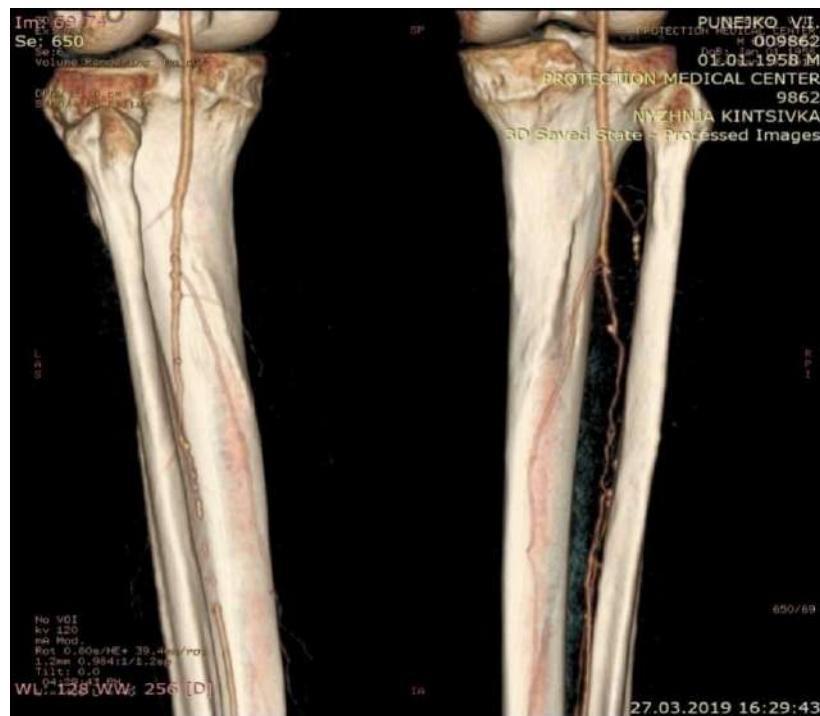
МСКТ аорти та артерій нижніх кінцівок хворого П. Прхідність підколінної артерії збережена, оклюзійно-стенотичне ураження артерій гомілки.
